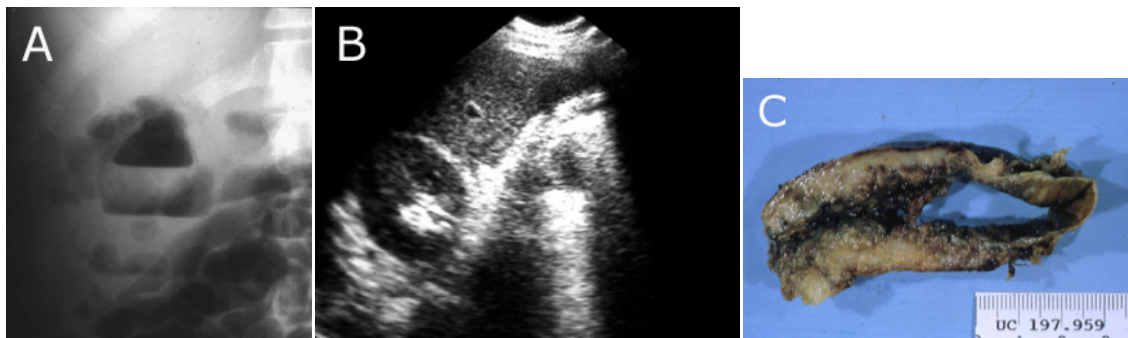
Colecistitis aguda enfisematosa. A- Radiografía. B. Ecografía. Pieza postoperatoria.
